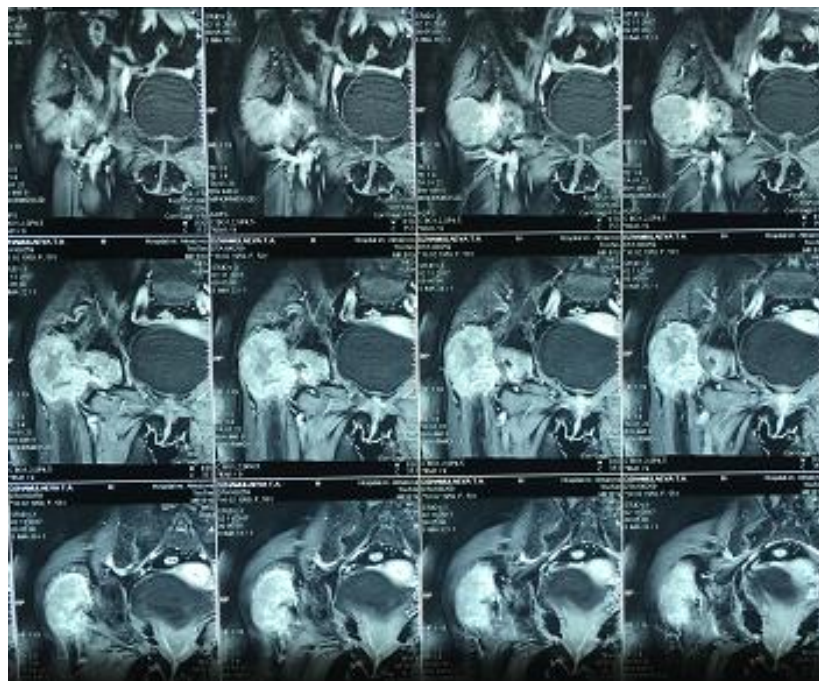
МРТ больной Д. при первом обращении в НМИЦ ТО: тотальная литическая деструкция проксимального отдела правой бедренной кости
